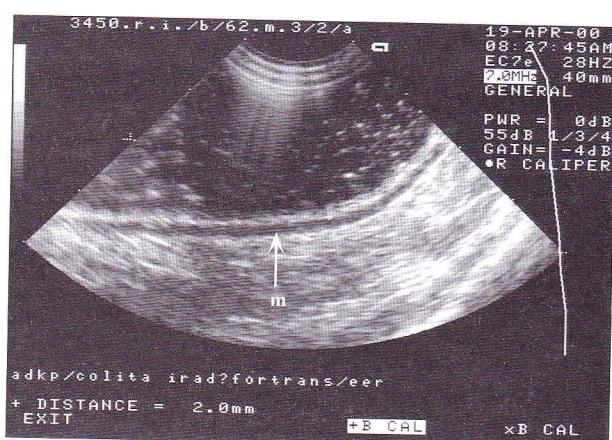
Colită de iradiere – explorare hidrosonografică (m = musculară).
